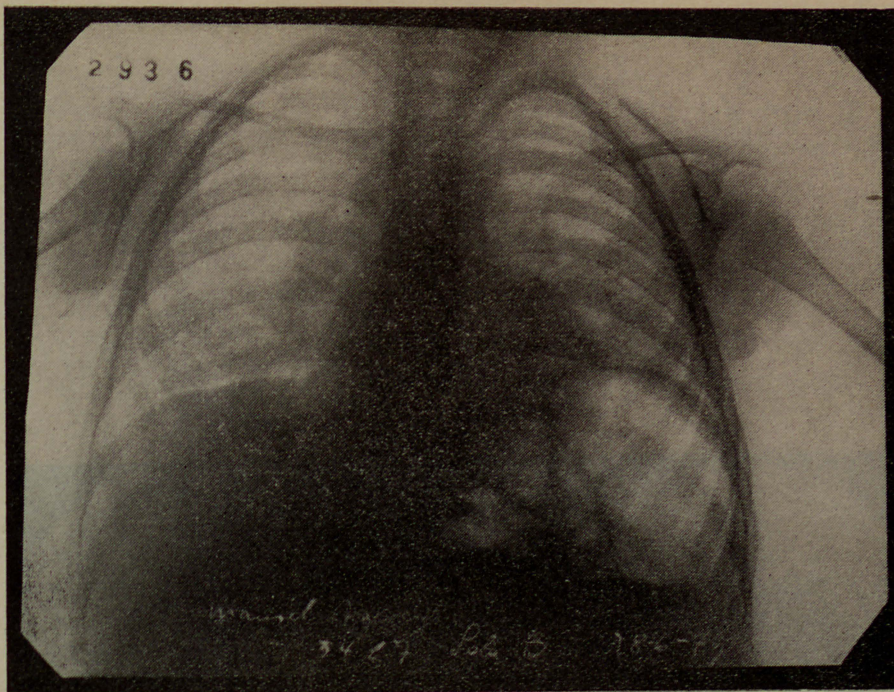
Radiografia obtida em 28-6-49. Adenopatias para-traqueais bi-laterais e interlobares direitas. Trama vascular pobre. Reticulado fino e pequenas granulações difusas, mais numerosas nos campos inferiores
